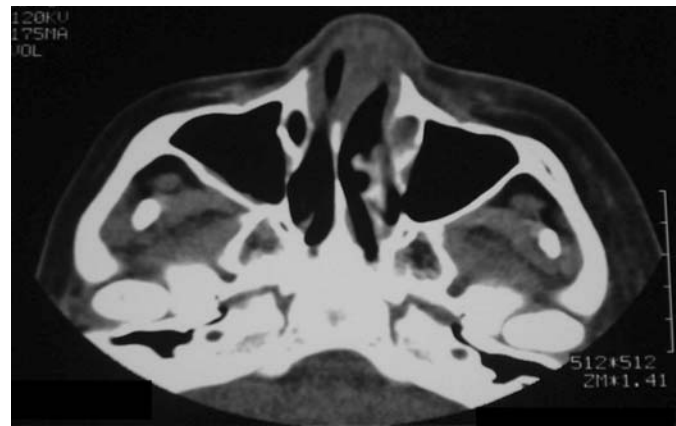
Corte axial de TC cervicofacial que muestra el engrosamiento de partes blandas en tabique nasal.
